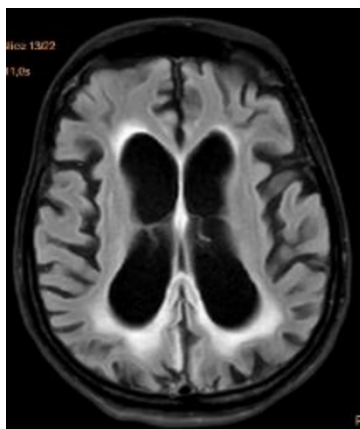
МРТ пациентки Л. 11 месяцев после остановки кровообращения – диффузные атрофические изменения вещества головного мозга
